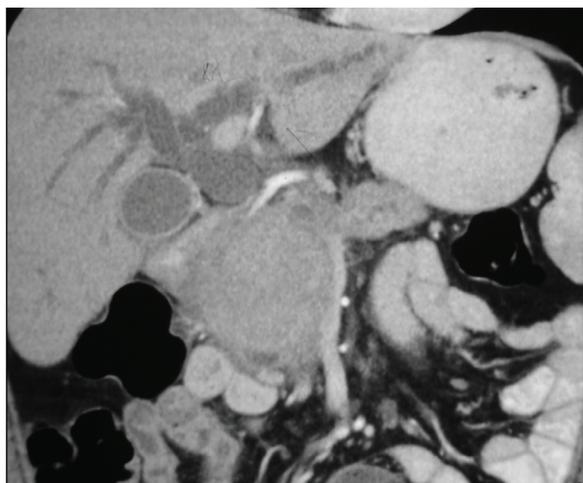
а. Компьютерная нативная томограмма больного с постнекротической панкреатической псевдокистой. Округлое изоденсное образование головки поджелудочной железы — псевдокиста. Признаки билиарной гипертензии — расширение внутрипеченочных желчных протоков
